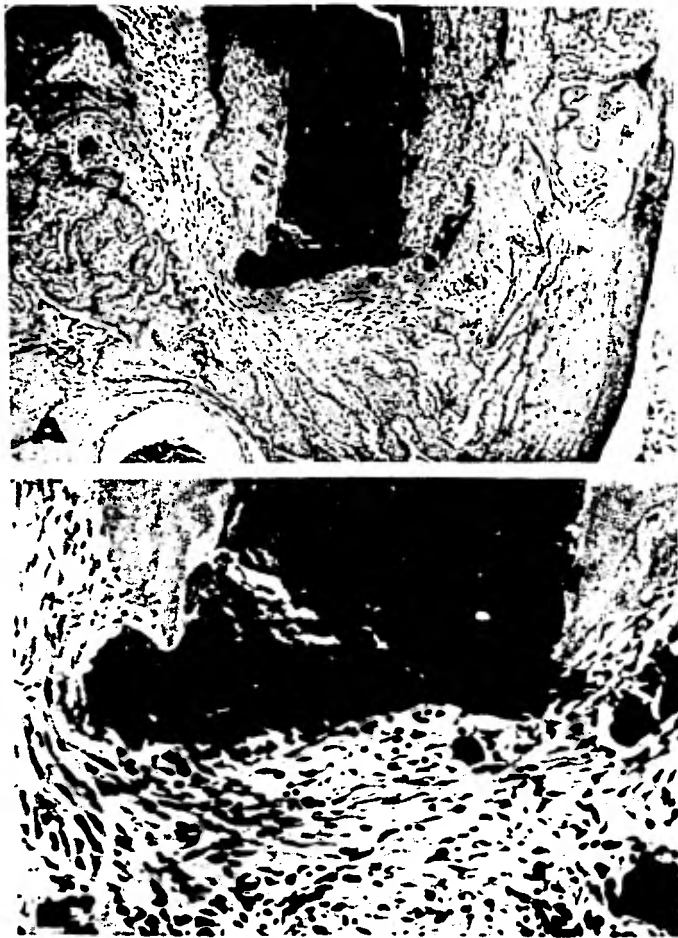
A. Sobreobtención moderada con Diaket, postoperatorio de 15 días. B. Vista del cemento en tejido periapical; tejido de conexión, abundancia de fibroblastos y algunos macrófagos y células gigantes.
